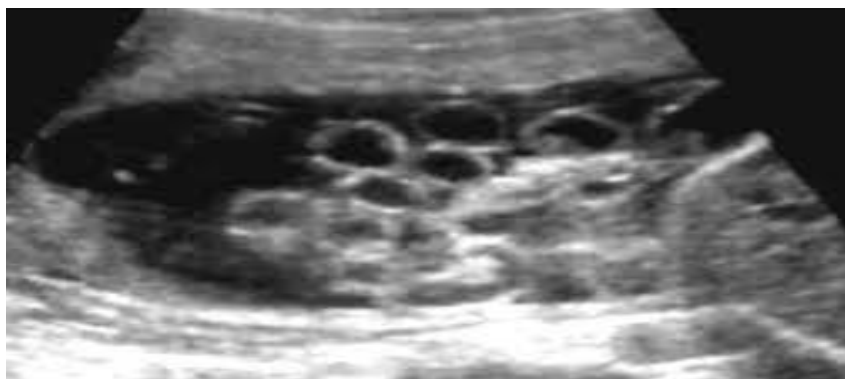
УЗИ плода - картина гастрошизиса.
